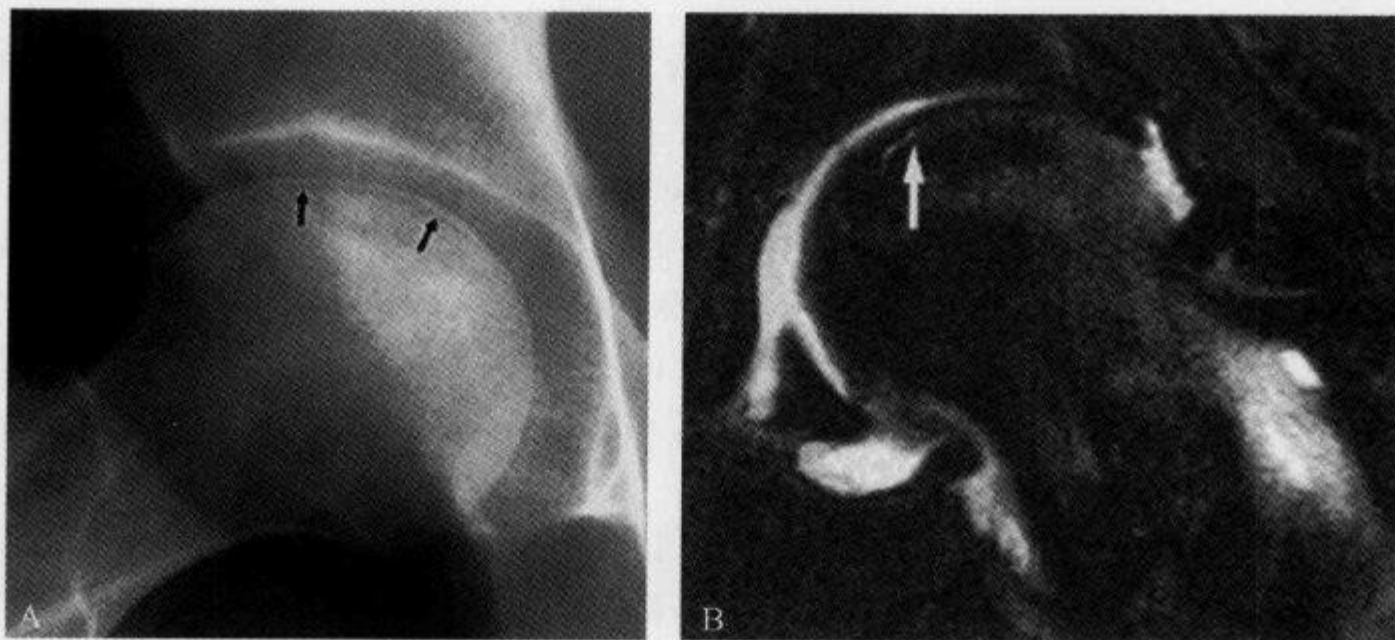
X 线平片及 MRI 示“新月征”
